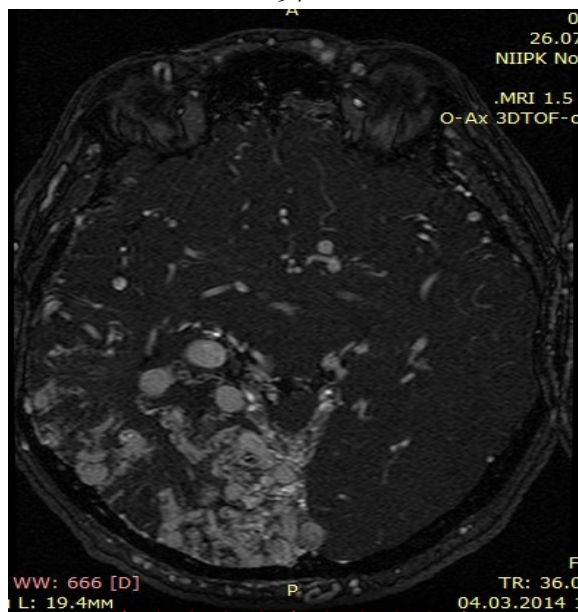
Данные МРТ головного мозга пациента Щ. (до эмболизации)
